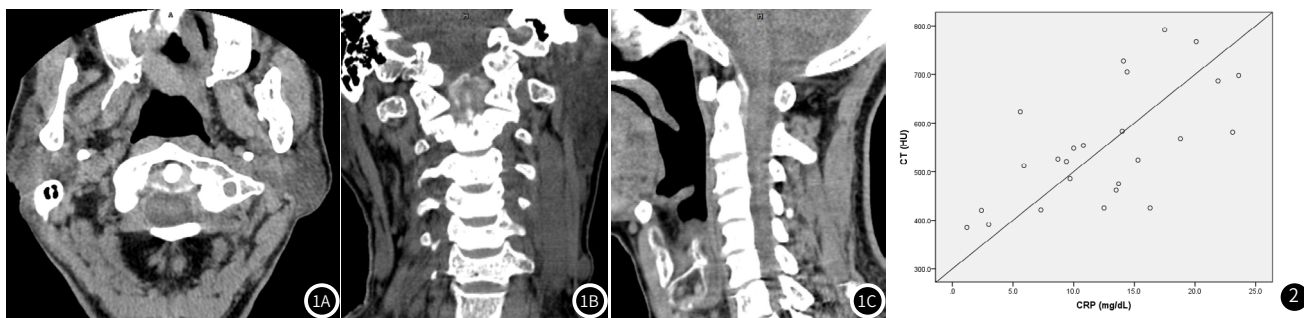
80岁男性患者,突发颈部急性疼痛1d,伴有颈部活动受限,体温 37.8°C ,VAS疼痛评分8分。CT平扫(图1A)及重建(图1B~图1C)显示齿状突周围多发高密度影。图2 齿状突周围高密度灶平均CT值与CRP水平的相关性散点图分析,二者呈中等正相关($r=0.635$, $P=0.001$)。
